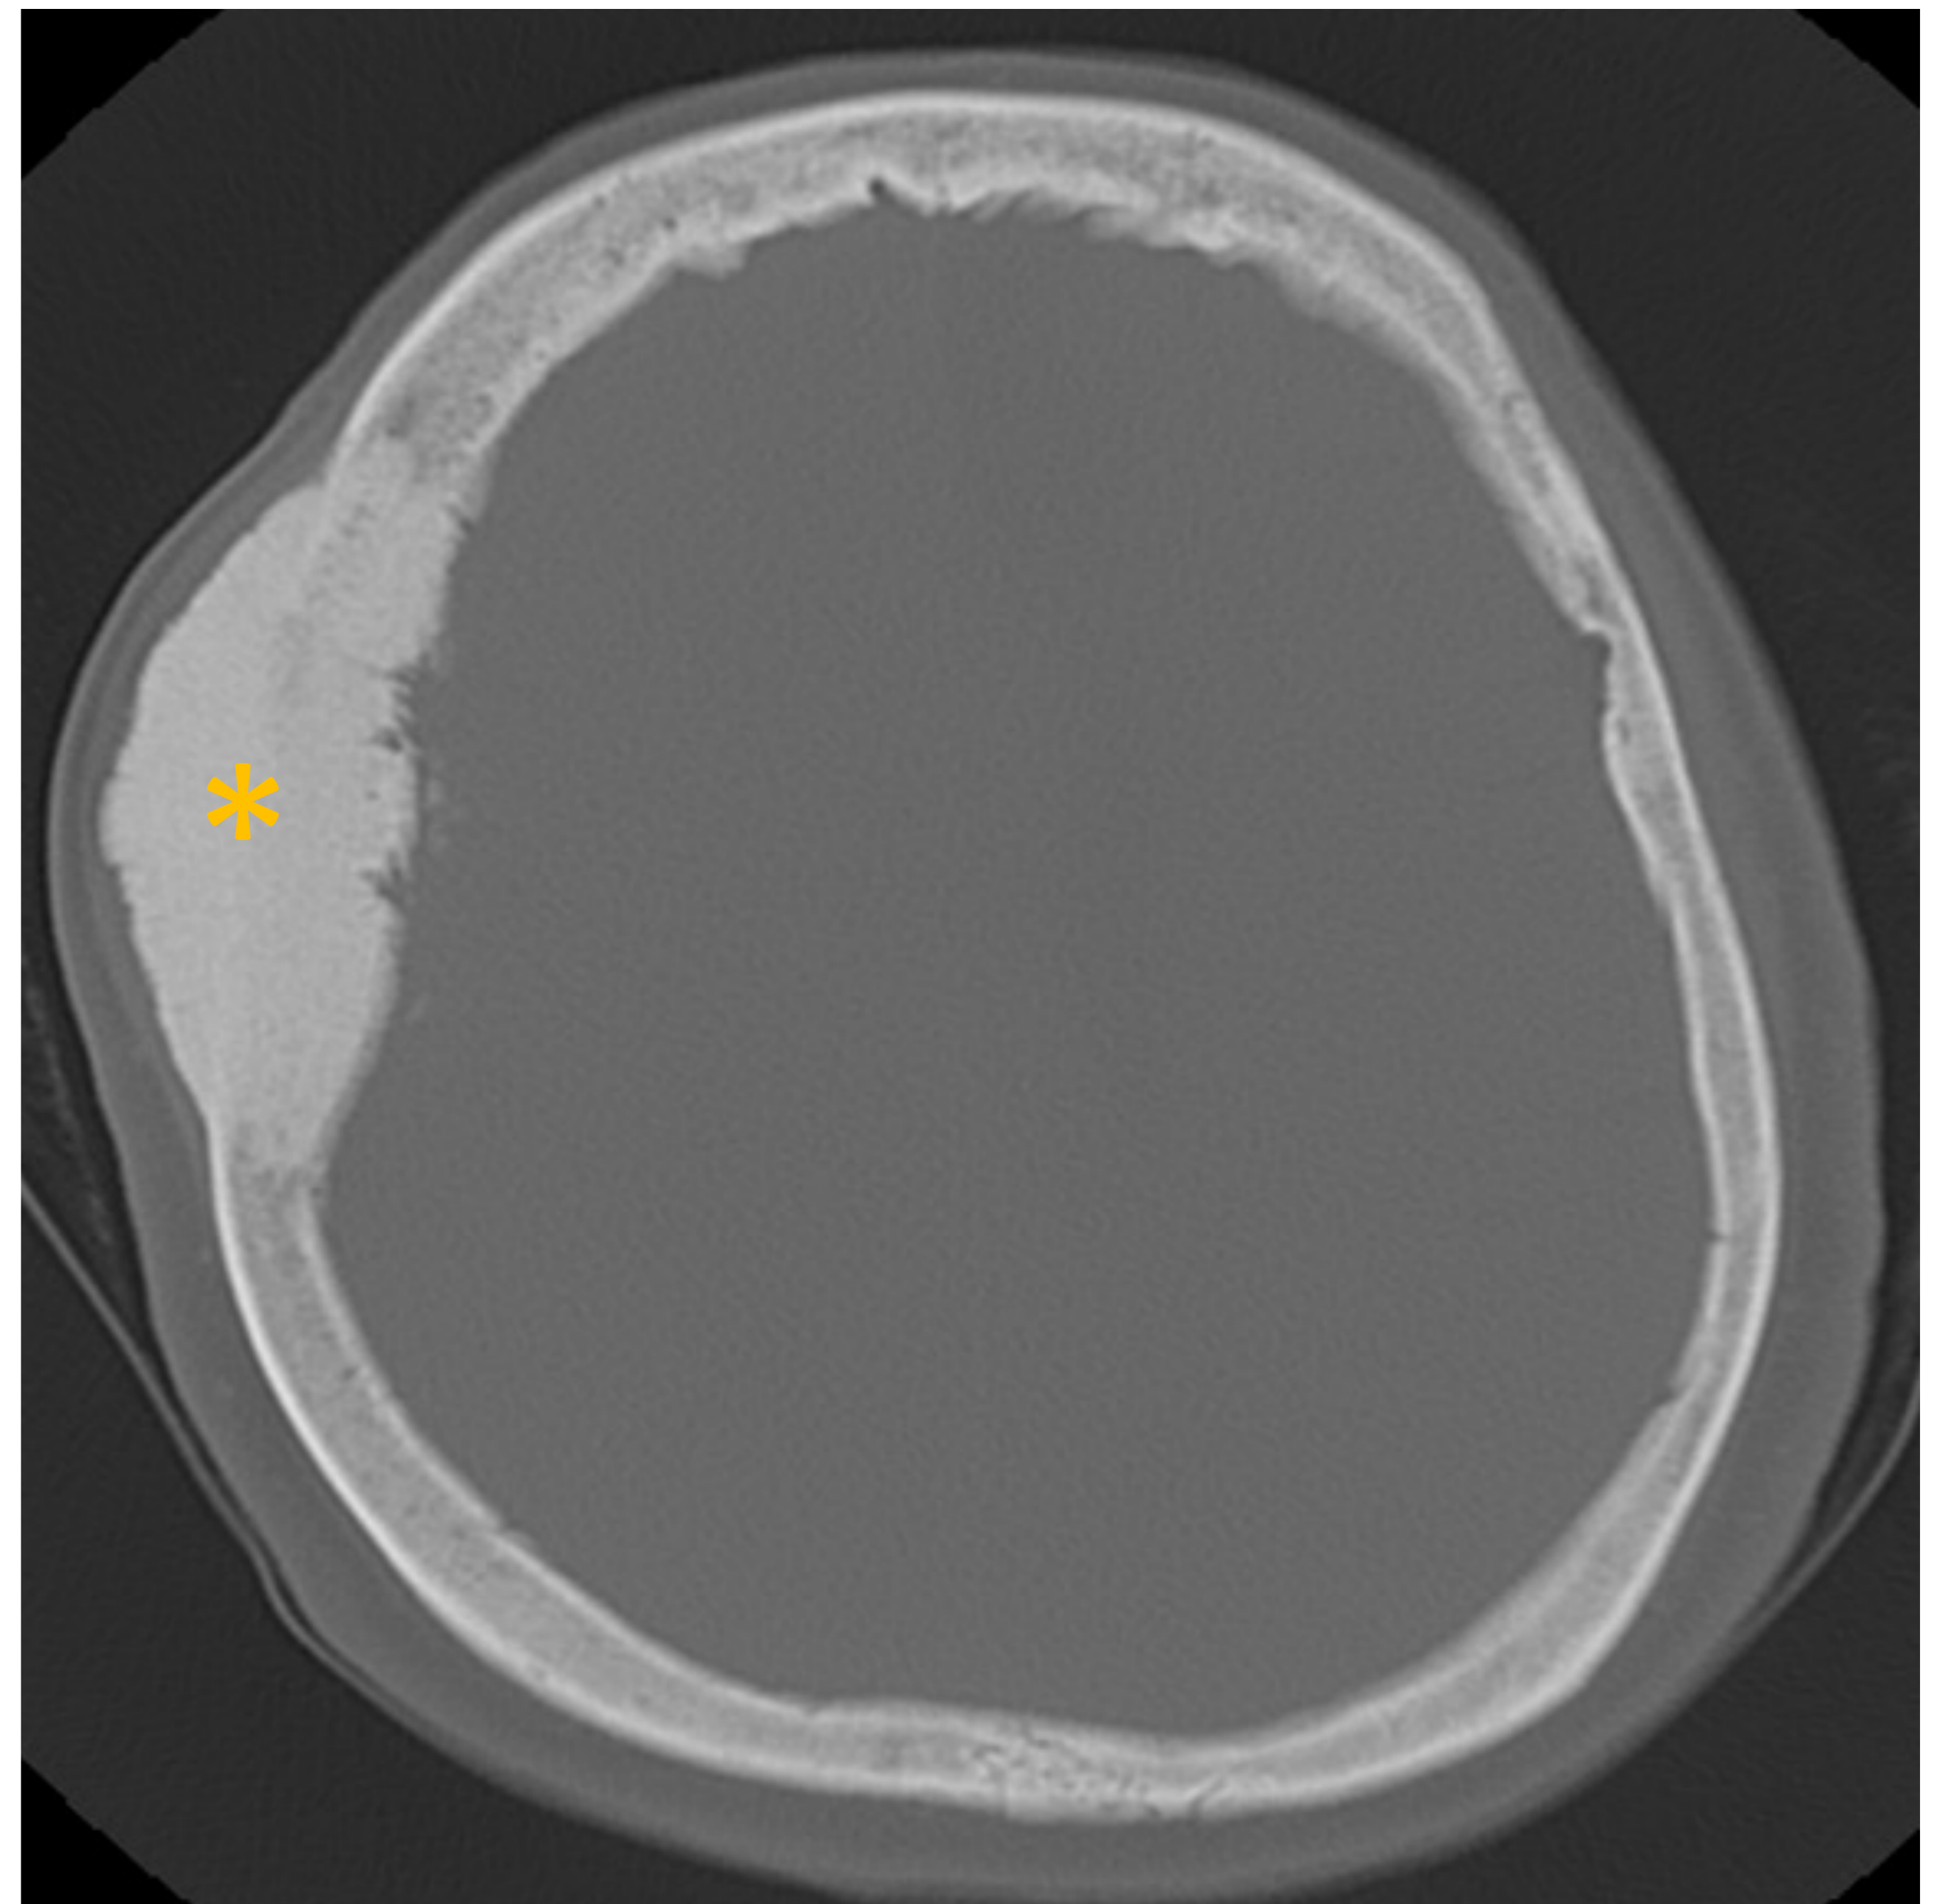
TC axial cráneo en ventana ósea. Lesión expansiva y esclerosa en el diploe frontoparietal derecho (asterisco).
